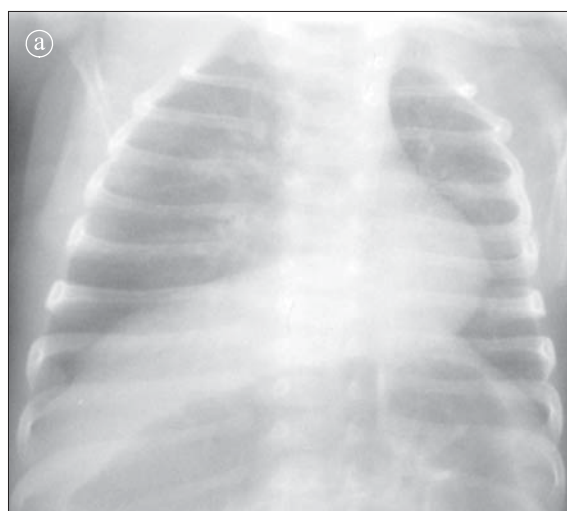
Sechestrație pulmonară. Radiografie toracică
